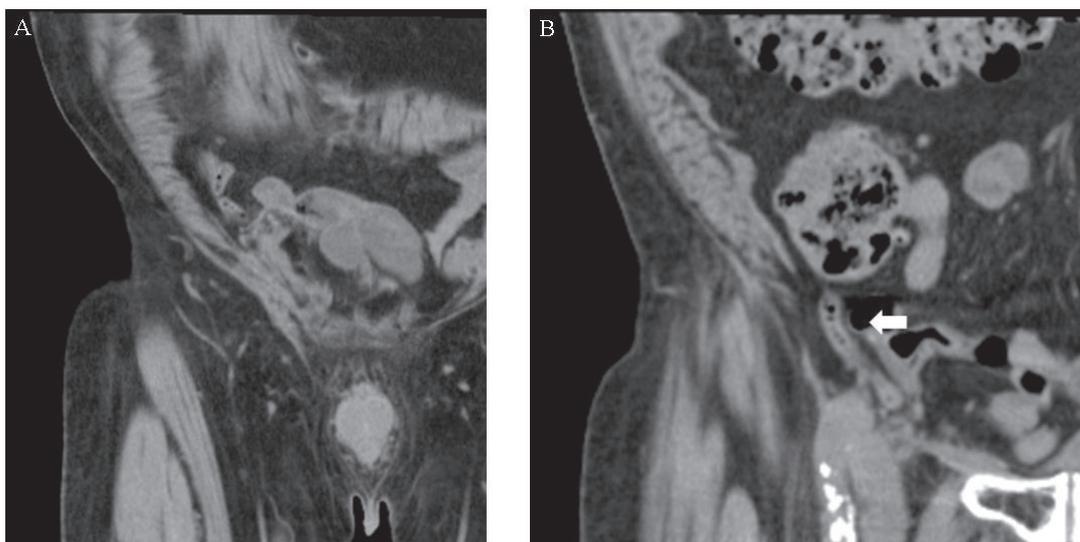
ヘルニア修復術後 6 か月後の CT 冠状面. 術前認めていた右内鼠径ヘルニアおよび De Garengeot ヘルニアは修復され (A, B), 虫垂は腹腔内に還納されていた (B 矢印).
